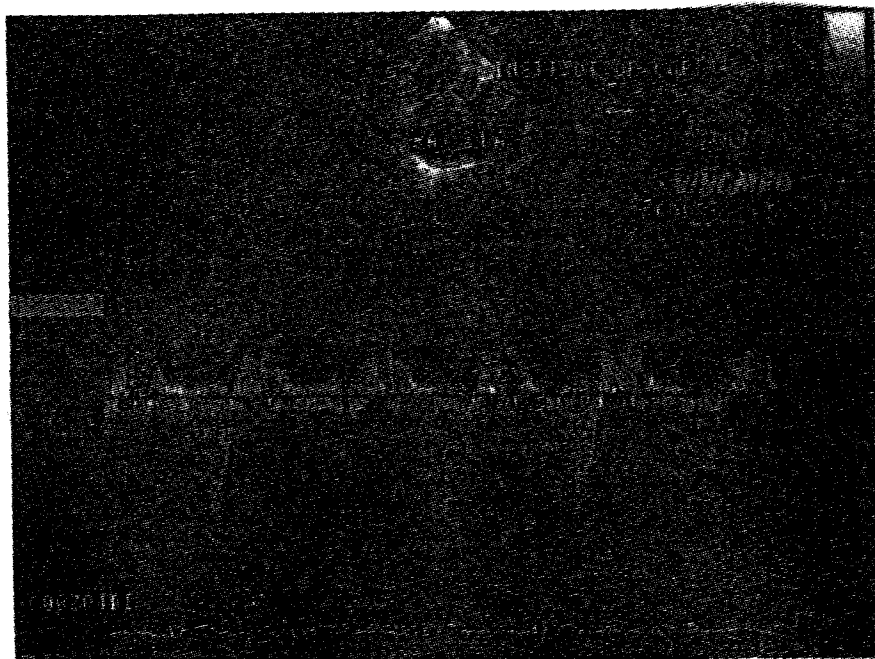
Examen Doppler continuu la un bolnav cu stenoză și insuficiență mitrală.
